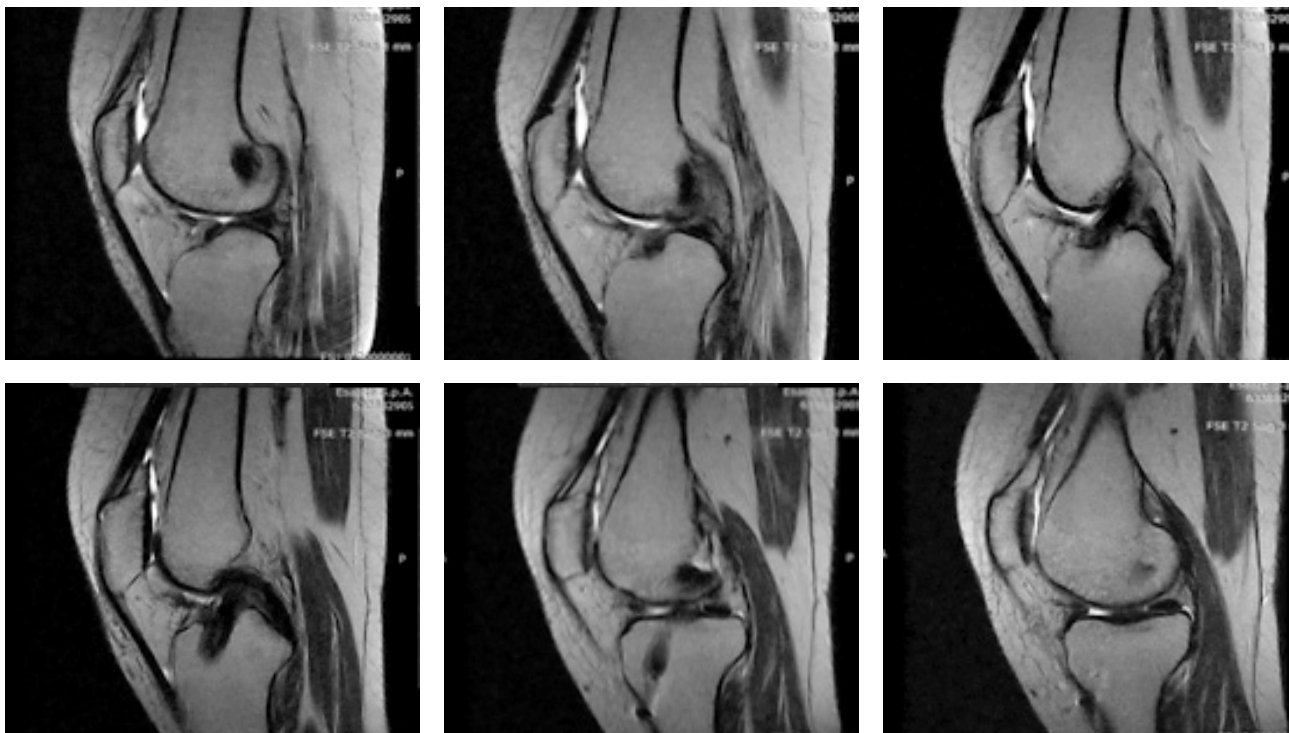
Пацієнтка Б., 48 років, МРТ-скани через 3 міс. після пластики ПСЗ, FSE T2 Sag 3 mm
